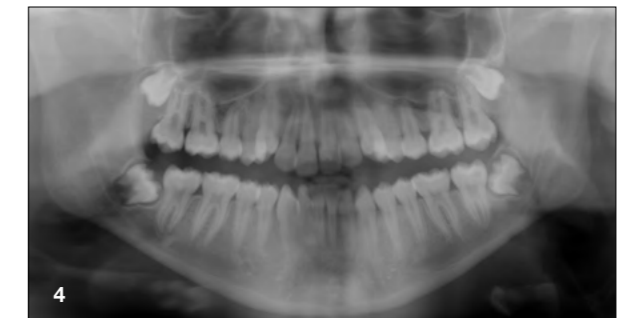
Панорамный рентгеновский снимок в начале лечения.
